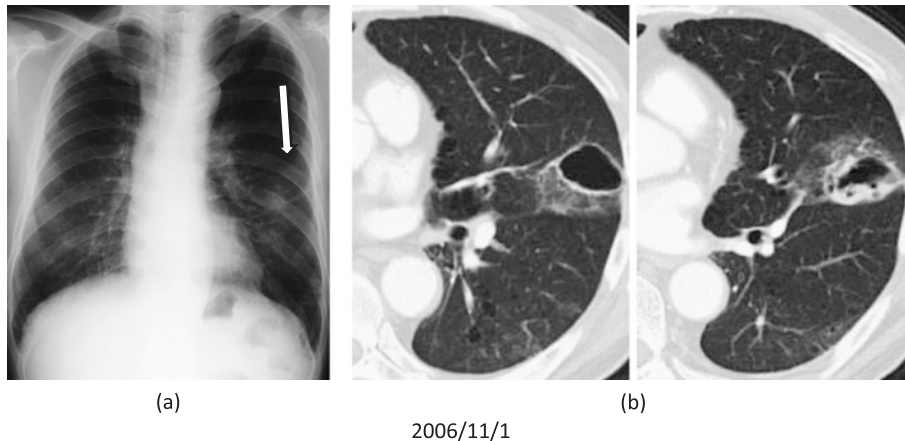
(a) Chest radiograph on the first visit showing reticular shadow in the bilateral lower lung fields and the thin-walled cavity with consolidation (arrow) in the left middle lung field. (b) Chest CT film on the first visit showing the thin-walled cavity and reticular shadow.
